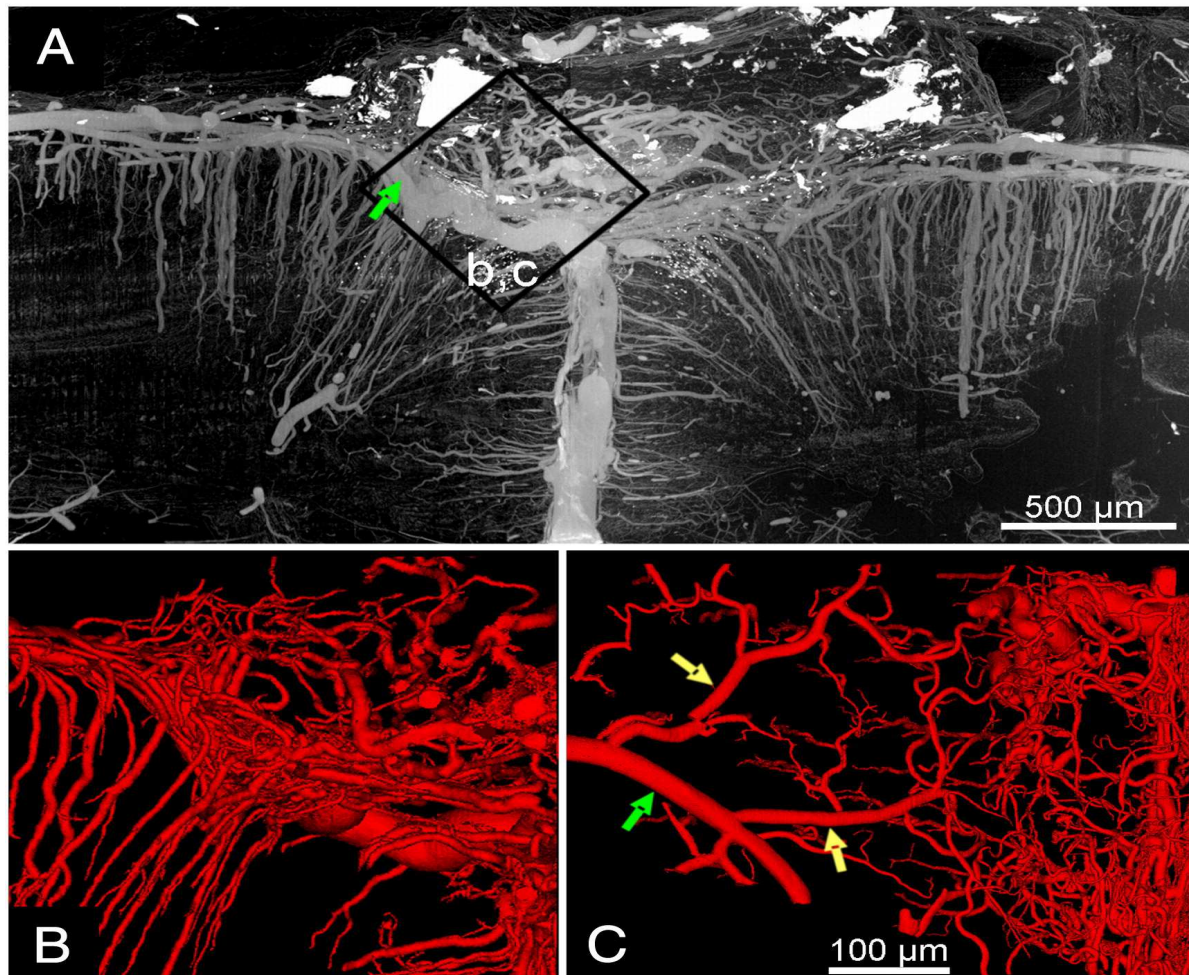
Synchrotron-basierte Mikro-CT. (A) Dreidimensionale Darstellung des vaskulären Netzwerkes im SSS 6 Wochen nach Thrombose (grüner Pfeil: kortikale Vene). (B und C) Verschiedene räumliche Projektionen zeigen Verbindung des mikrovaskulären Netzwerkes mit kortikalen Venen (grüner Pfeil: kortikale Vene, gelbe Pfeile: aussprossende Venen, die neu geformte Mikrogefäße verbinden).
